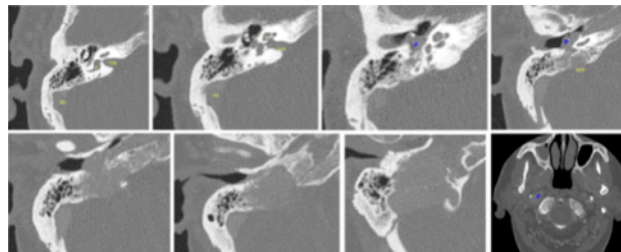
TC de peñascos: Paraganglioma yugolimpánico derecho con ocupación meso-hipolimpánica derecha con extensión al ARP, que presenta erosión ósea.
